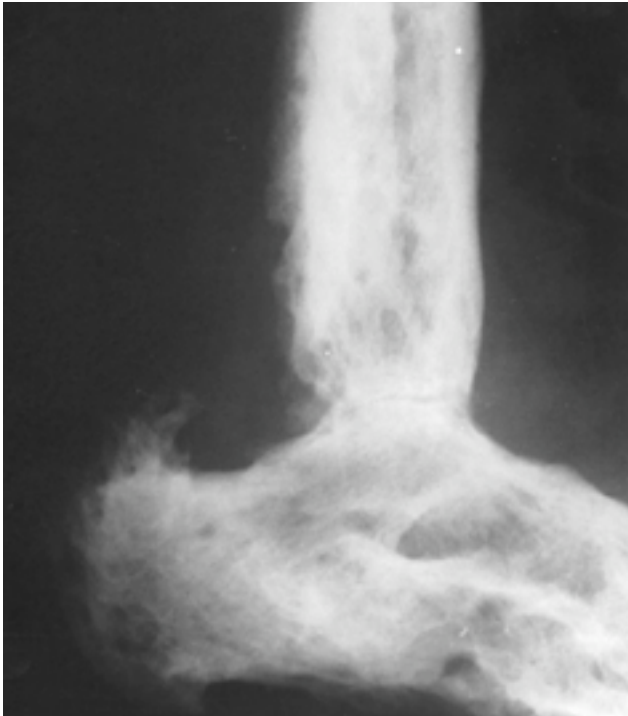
Radiographie osseuse de la jambe et du pied droit. Noter les très nombreuses lésions ostéolytiques associées à une importante réaction corticale et périostée.
